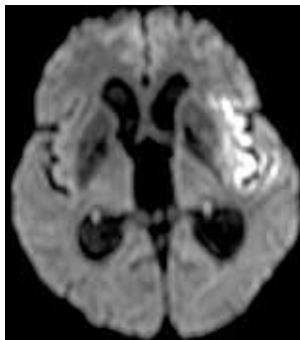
CT-Perfusionsaufnahmen (links und rechts) der 76-jährigen Patientin vor endovaskulärer Schlaganfallbehandlung. Das linke Bild zeigt das gefährdete, aber noch rettbar Hirngewebe in rot. Im rechten Bild ist das bereits zu Beginn der Therapie verlorene, infarzierte Hirngewebe in Dunkelblau zu sehen. Die kernspintomographische Kontrolle (unten) nach 1 Woche zeigt, dass der endgültige Infarkt (weiß) nach erfolgreicher Therapie an Größe nicht mehr zugenommen hat.
